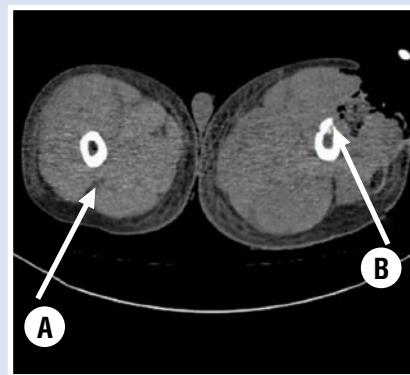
КТ – внутрисуставной перелом шейки левой бедренной кости со смещением отломков. А – правая бедренная кость. В – перелом левой бедренной кости.
